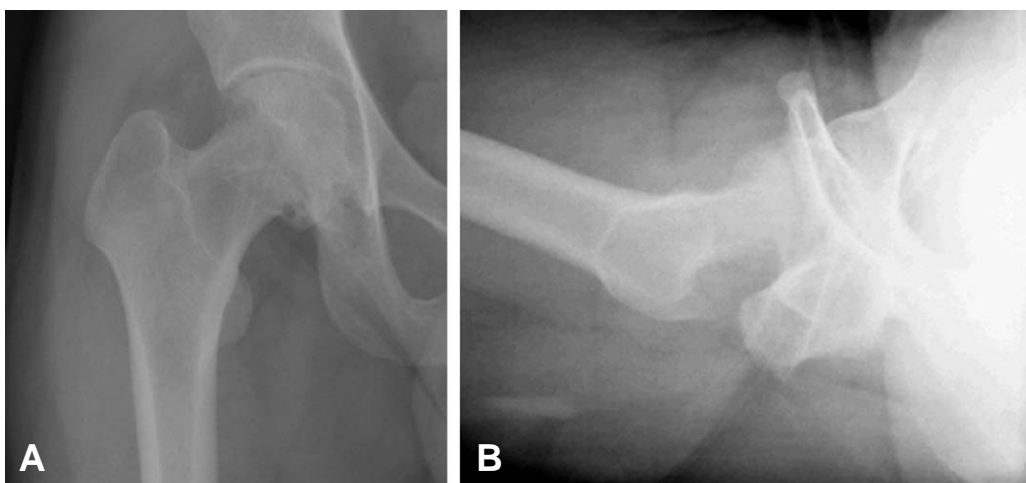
(A, B) Anteroposterior & axial Hip radiograph shows soft tissue density and bony erosion of the right femoral head.
